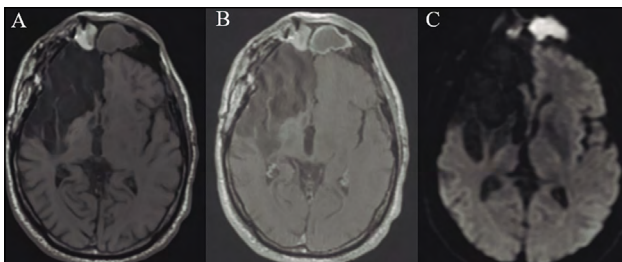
Cortes axiales de resonancia magnética craneal ponderada en T1 (A), T1 tras administración de gadolinio (B) y difusión (C) en el que se evidencia gliosis cerebral frontal derecha secundaria a traumatismo antiguo y colección a nivel del seno frontal izquierdo con captación anular de contraste y llamativa restricción a la difusión.
